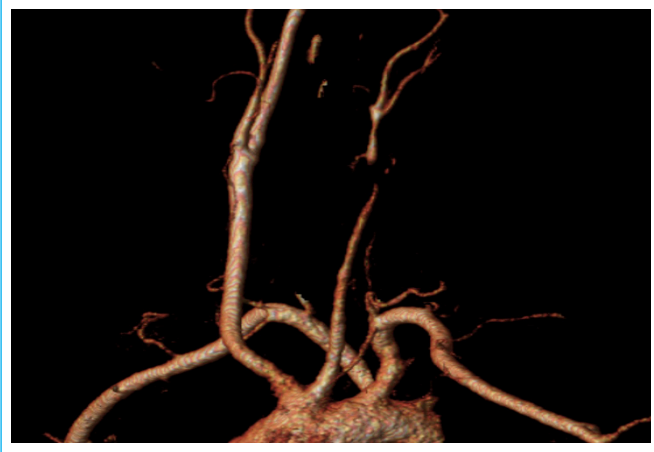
Angiorresonancia del arco aórtico que muestra la hipoplasia severa de la carótida común izquierda.
